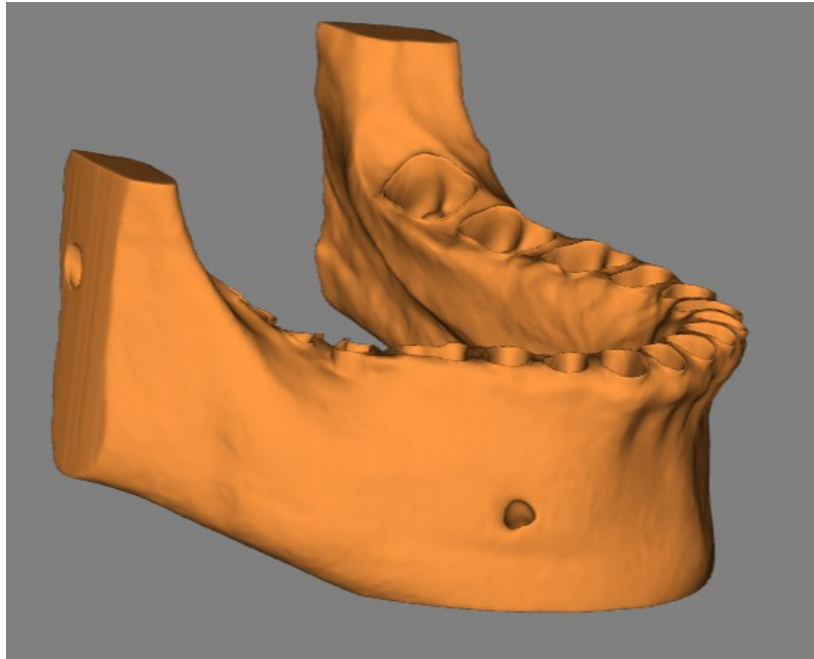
Reconstitution en 3D via le logiciel Relu d'un cone beam mettant en avant le foramen mentonier droit (images obtenues dans le service d'odontologie du CHU de Lille).
